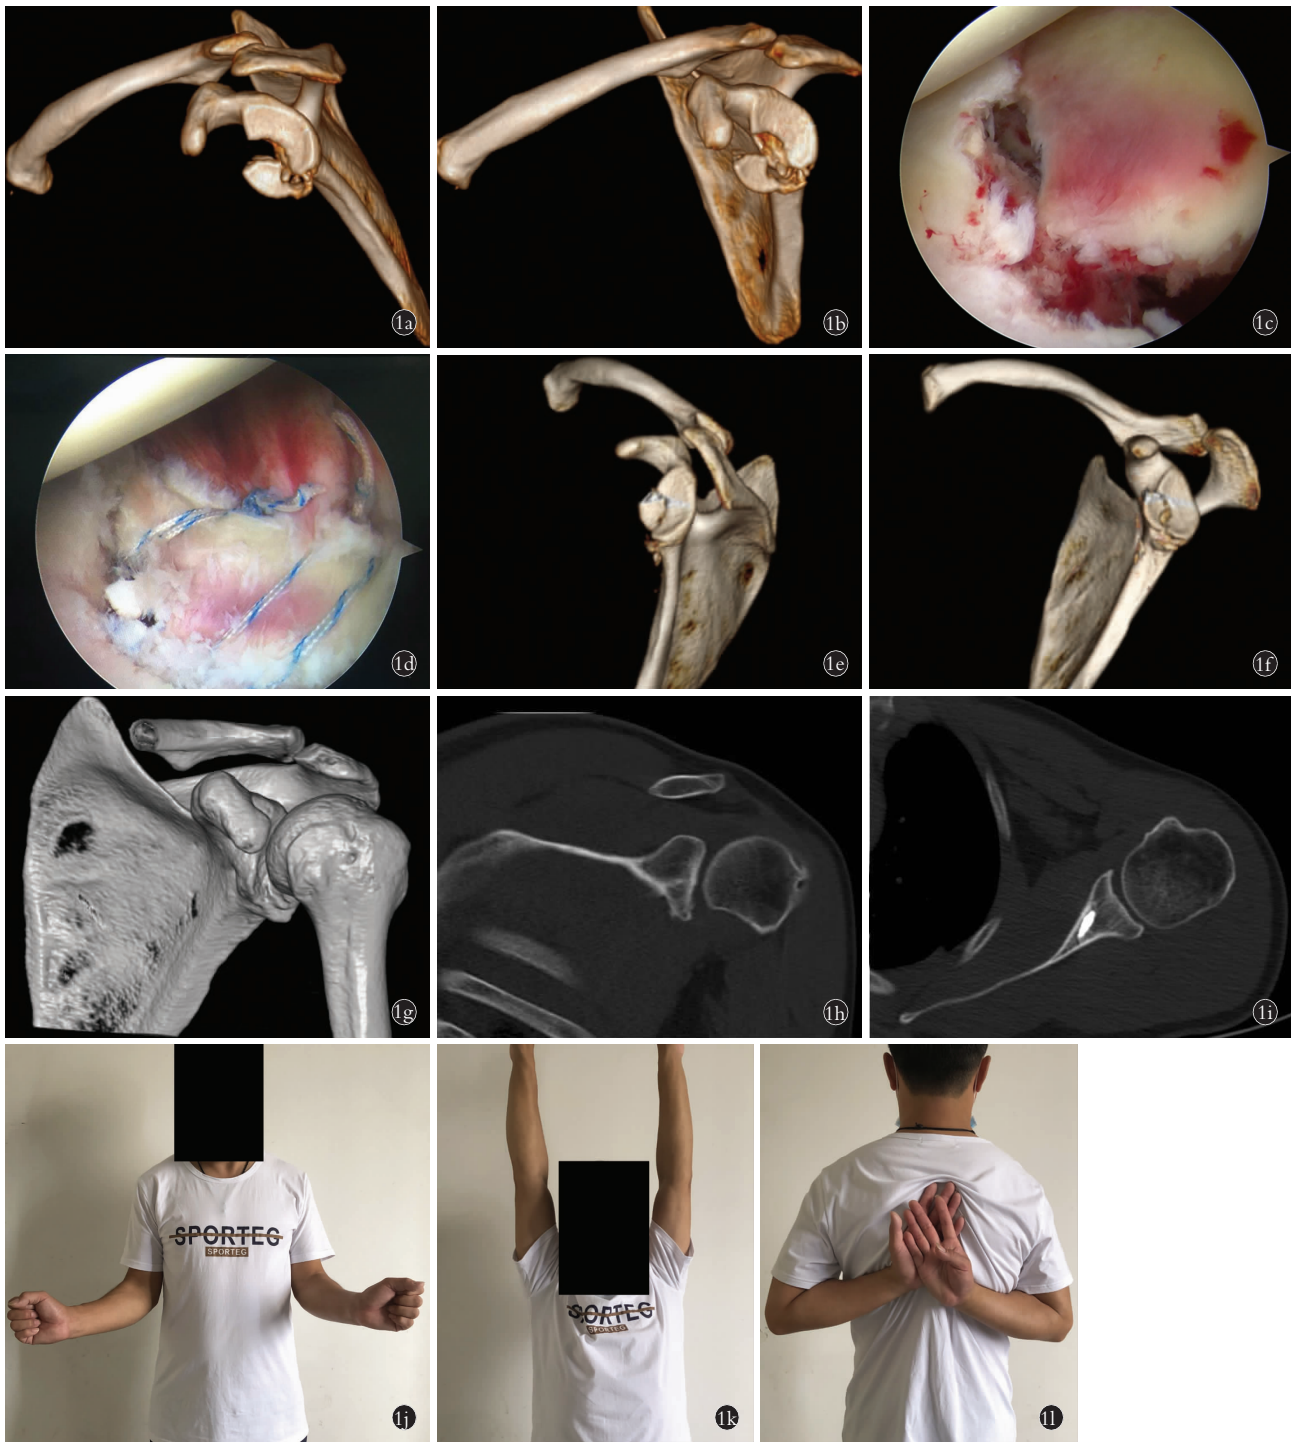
患者,男,37 岁,摔倒致左侧肩胛盂骨折 1a,1b. 术前左肩关节 CT 三维重建显示为 Ideberg I 型肩胛盂骨折,肩胛盂骨折块明显移位 1c. 肩关节镜下观察肩胛盂前下方骨折块 1d. 采用 Double-pulley 双排锚钉技术复位并固定骨折块 1e,1f. 术后左肩关节 CT 三维重建显示肩胛盂骨折达到解剖复位,肩胛盂关节面恢复平整 1g. 术后 2 年左肩关节 CT 三维重建显示盂肱关节面平整 1h. 术后 2 年左肩关节轴位 CT 显示骨折愈合良好 1i. 术后 2 年左肩关节横断位 CT 显示螺钉未见明显松动 1j,1k,1l. 术后 2 年肩关节活动度情况
